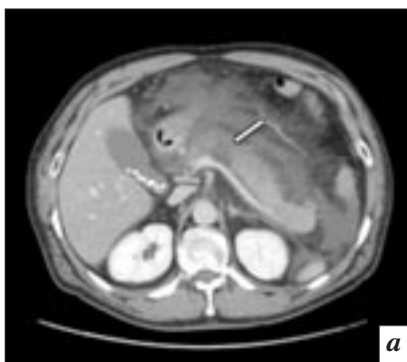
Результаты КТ-исследований пациента 55 лет, выполненных с внутривенным контрастным усилением и пероральной гидратацией (б, в): а – при первичном КТ-исследовании в теле поджелудочной железы определяются гиподенсная зона (стрелка), инфильтративные изменения и жидкостные скопления в перипанкреатической жировой клетчатке, визуализируются конкременты в просвете желчного пузыря; б – при динамическом КТ-исследовании через 10 мес на месте ранее описываемой гиподенсной зоны определяется сформированная псевдокиста (стрелка); в – при динамическом КТ-исследовании через 6 мес отмечены разрешение псевдокисты в теле поджелудочной железы и выраженные атрофические изменения панкреатической паренхимы (стрелка); г – при динамическом КТ-исследовании через 6 мес определяются псевдокиста в головке поджелудочной железы (стрелка) и появление мелкого кальцината в протоковой системе железы (изогнутая стрелка), что было расценено как проявления хронического панкреатита.
